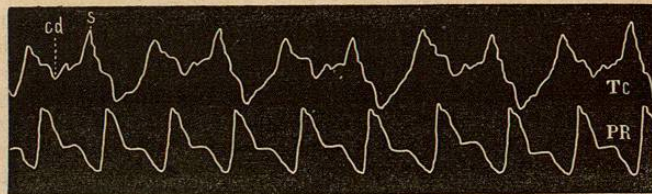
TC, tracé cardiographique de l'insuffisance aortique; PR, pouls radial; s, systole cardiaque brusque et brève suivie d'une chute sub-normale; c d, choc diastolique correspondant à une réplétion diastolique intense.
